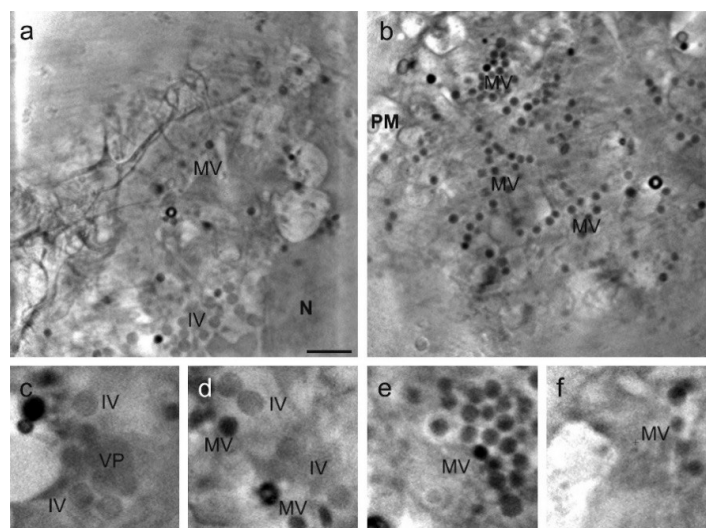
Выявление различных вирусных форм ВОК в клетках PtK2 методом криорентгеновской нанотомографии [39]: (a) — базальная томографическая плоскость реконструированной клетки с помощью криорентгеновской нанотомографии; N обозначает положение ядра, IV и MV — относительное положение различных незрелых и зрелых вирусных частиц соответственно; (b) — верхняя томографическая плоскость той же реконструкции, что и на (a); PM отмечает положение плазматической мембраны клетки, а MV указывает на зрелые вирусные частицы; (c) — образование незрелых вирионов (IV) из вироплазмы и полулуний (VP); (d) — область цитоплазмы, показывающая незрелые частицы (IV), близкие к зрелым вирионам (MV); (e) — группа плотноупакованных зрелых частиц (MV); (f) — зрелые частицы вблизи плазматической мембраны клетки
